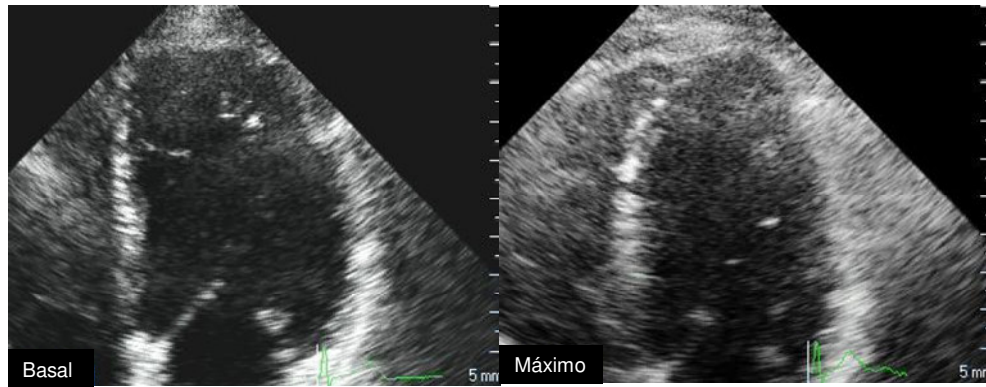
Ecocardiografía de estrés con dobutamina.
